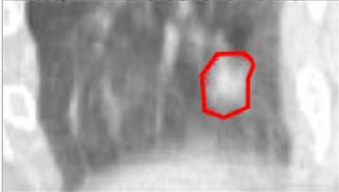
はそれぞれの呼吸状態で撮像した CT 画像にターゲット描写を行い、JAW サイズをターゲットにフィットさせることで腫瘍サイズを算出した例である。
